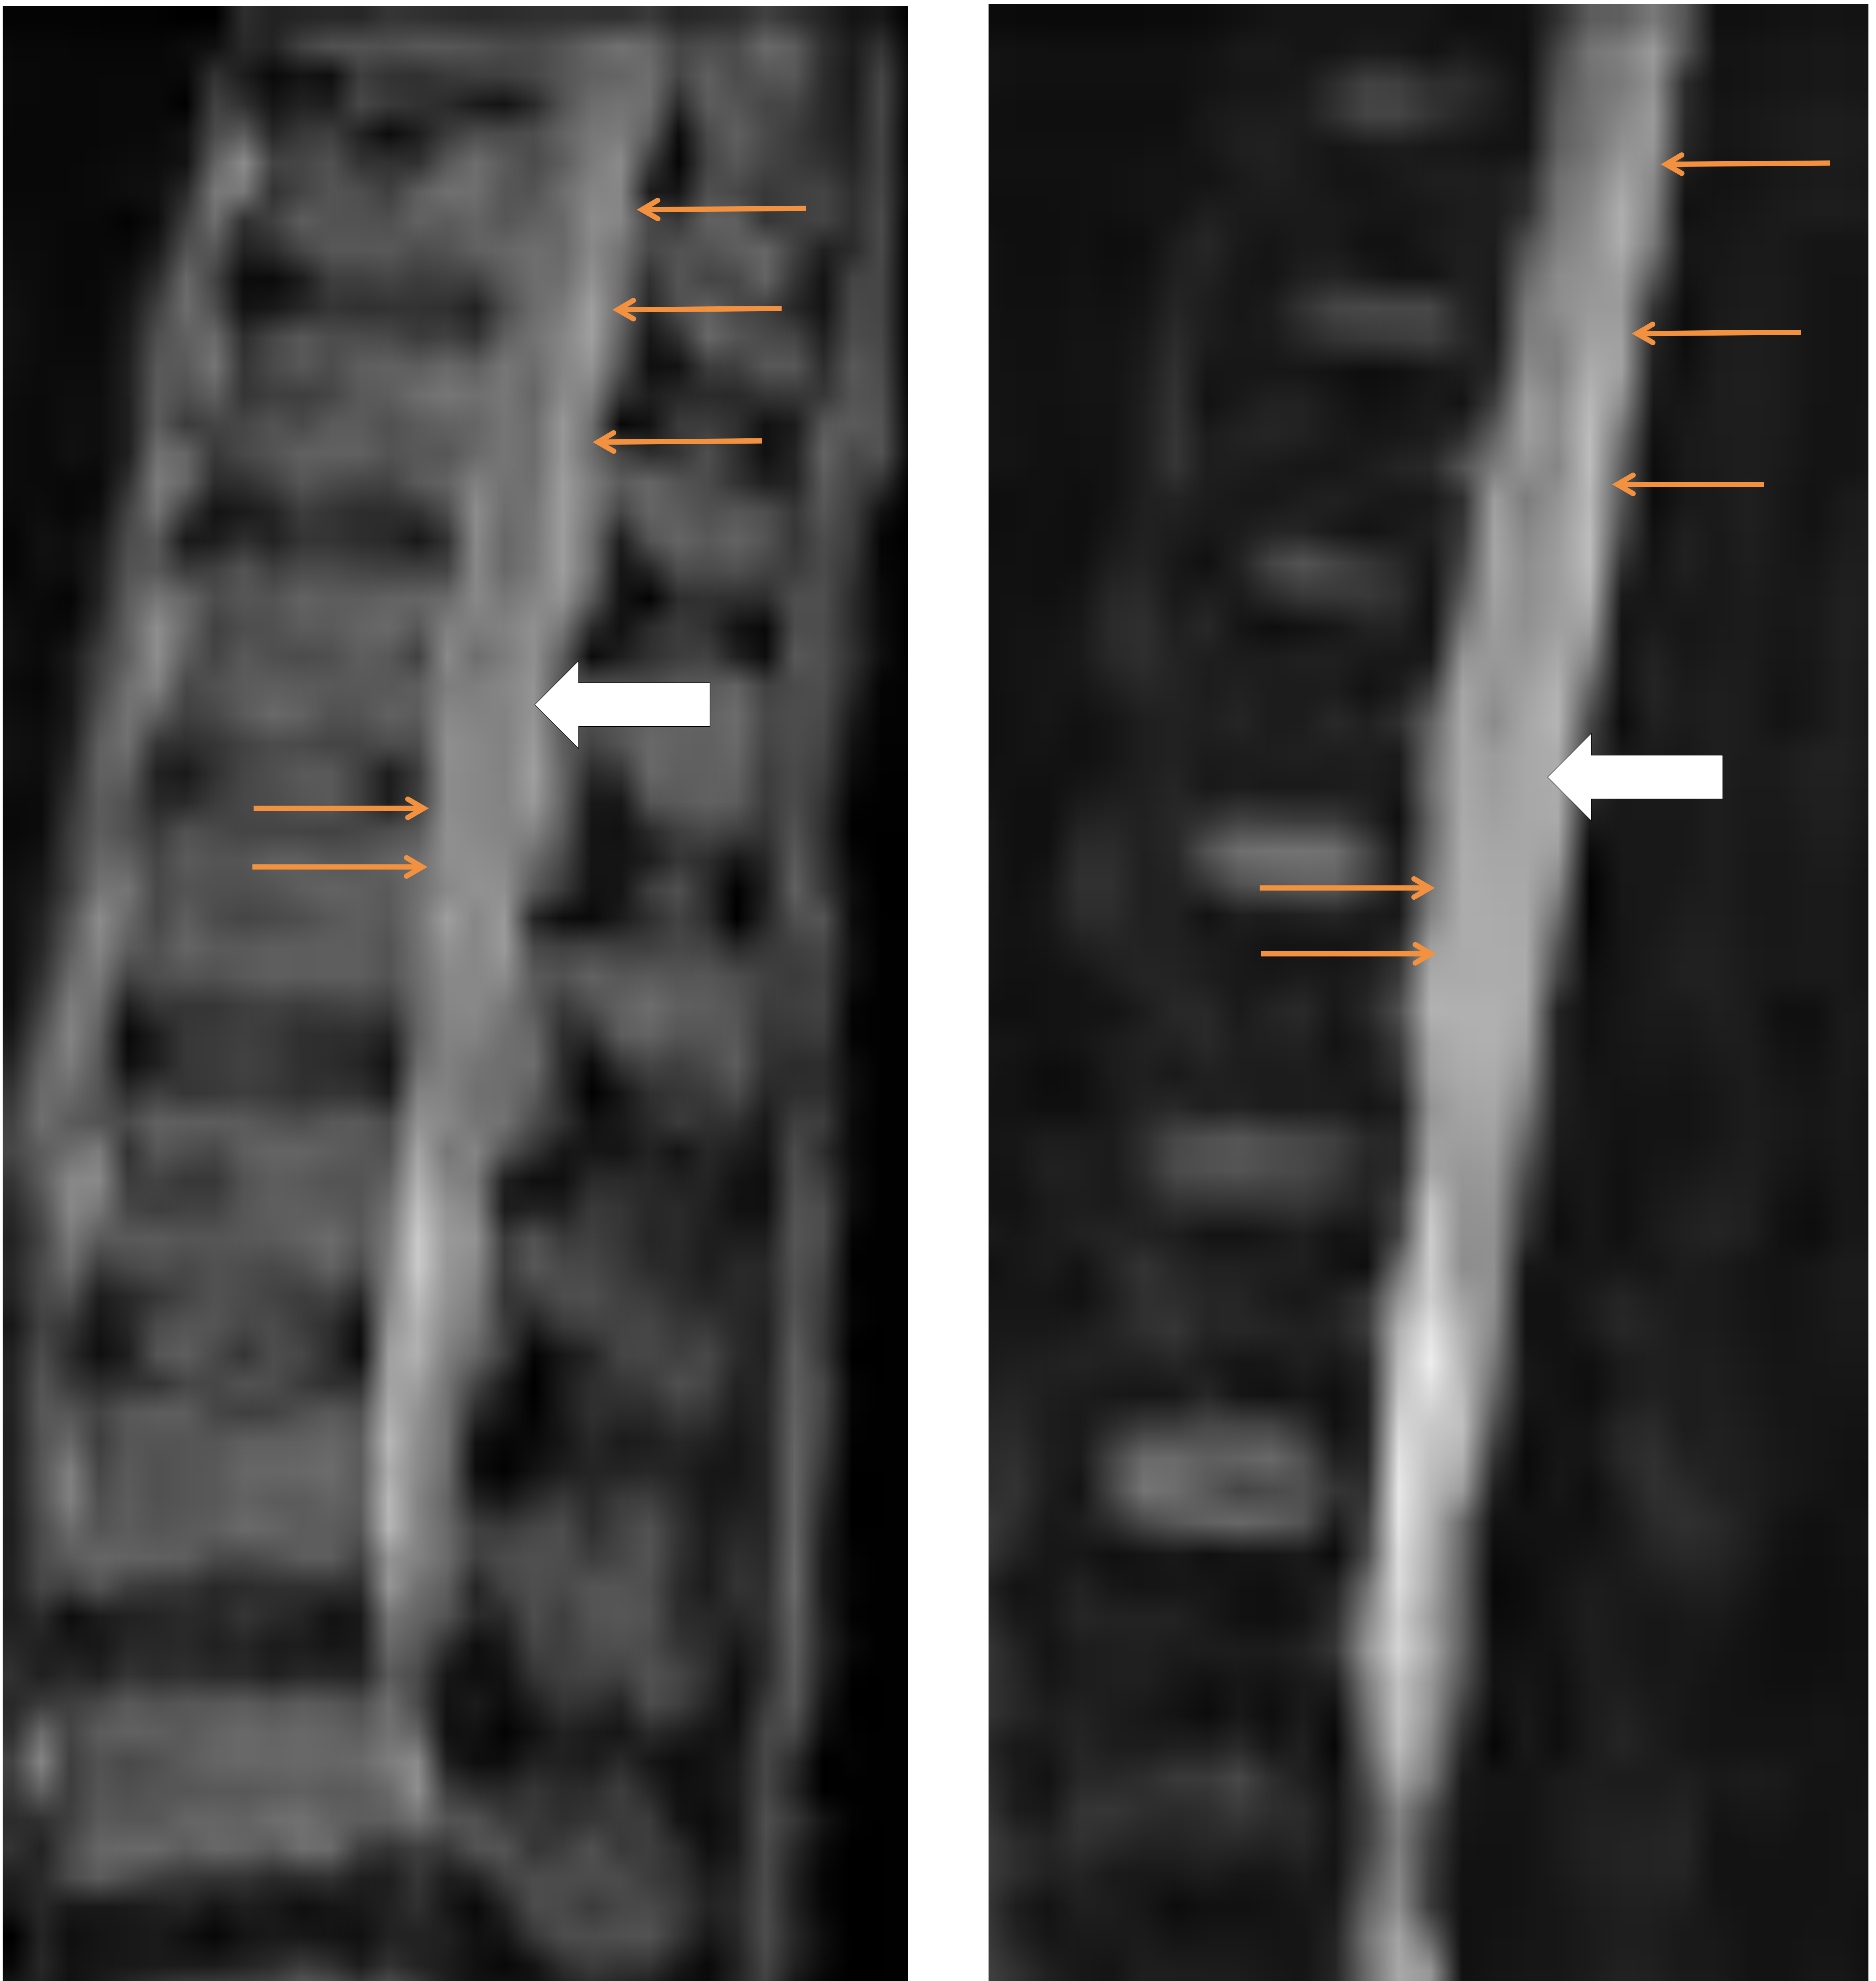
FAVDM en paciente que presentaba mielopatía progresiva de las extremidades inferiores. RM de columna dorso-lumbar en plano sagital. 3.a Secuencia ponderada en T2 y 3.b Secuencia ponderada en T2 con saturación grasa. Hiperintensidad de señal del cono y del cordón medular que asocia un ensanchamiento de los mismos (Flechas blancas). Imágenes en vacío de señal en conducto raquídeo en relación con venas perimedulares dilatadas (Flechas naranjas).
